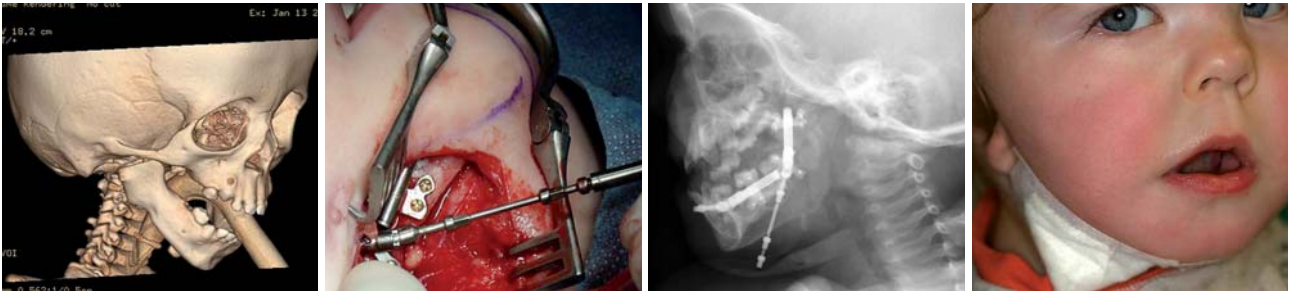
3-D-Rekonstruktion eines Kindes mit Goldenhar-Syndrom zur Vorbereitung des operativen Eingriffes. – Abb. 7: Intraoperative Positionierung und Anpassung des Distraktors. – Abb. 8: Röntgenkontrolle nach maximal erfolgter Distraction in der Retentionsphase. – Abb. 9: Klinisches Bild in der Retentionsphase mit deutlicher Verbesserung der Position der unterentwickelten rechten Kieferhälfte.
